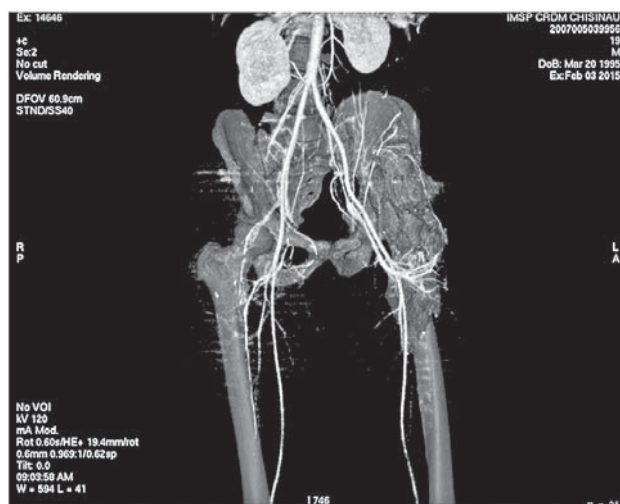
CT-angio a bazinului.
